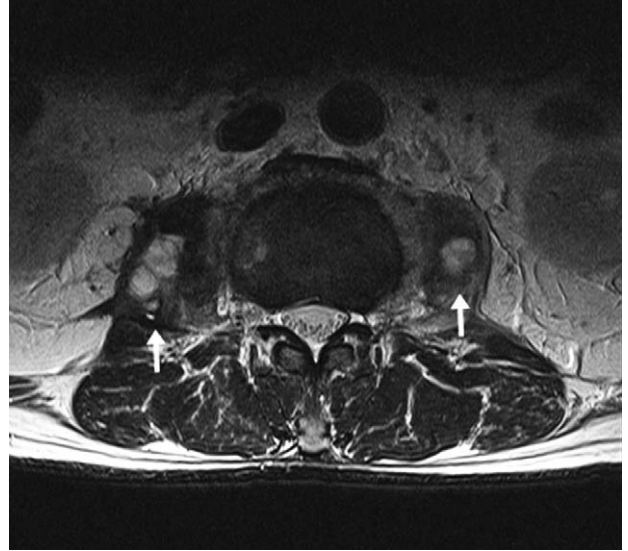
Transverse T2-weighted axial MRI shows high signal lesions in the both psoas muscle, typically an abscess (arrows).
